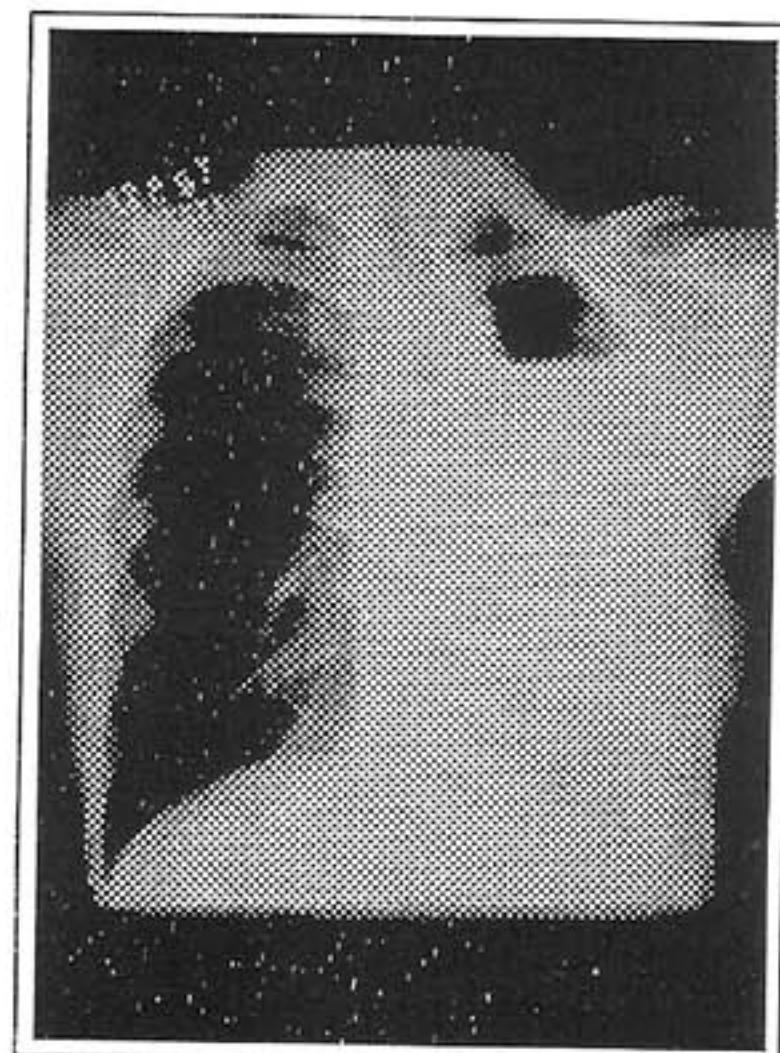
Radiografia de tórax 1 mês depois da pneumonectomia esquerda, apresentando nível hidroaéreo à esquerda e elevação da bolha gástrica.
